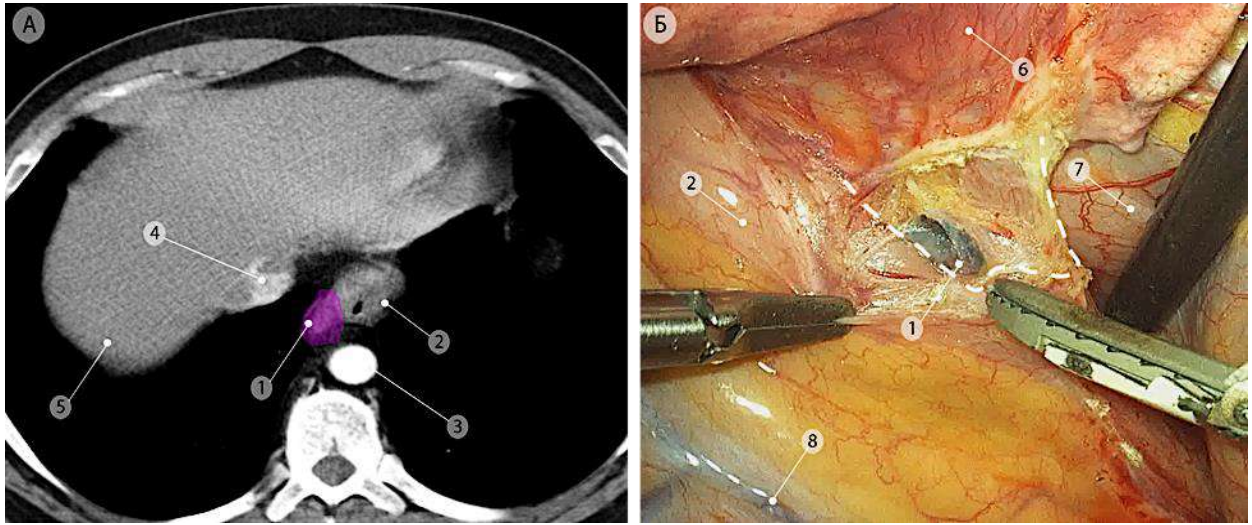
Лимфатические узлы параэзофагеальной группы справа (группа 8R), отмечены фиолетовым цветом. а – компьютерная томограмма (аксиальная проекция); б – интраоперационная эндоскопическая фотография, линией показаны границы подлежащего удалению блока клетчатки с лимфатическими узлами. 1 – параэзофагеальный лимфатический узел (группа 8R); 2 – пищевод; 3 – нисходящая часть грудной аорты; 4 – нижняя полая вена; 5 – правая доля печени; 6 – нижняя доля правого лёгкого; 7 – перикард; 8 – непарная вена
